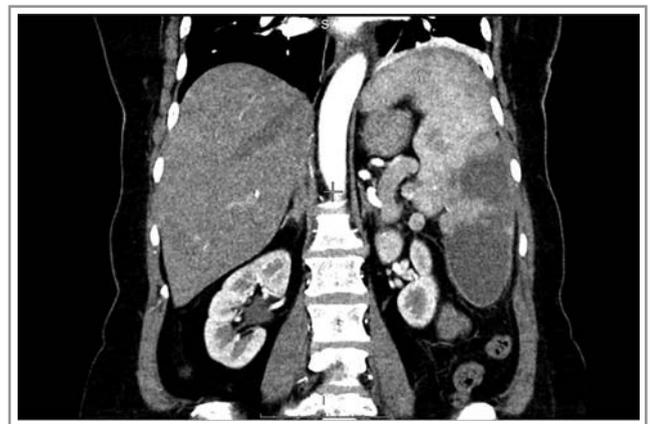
КТ органов брюшной полости с болюсным усилением. Зоны гиперперфузии в селезенке (инфаркт селезенки).
